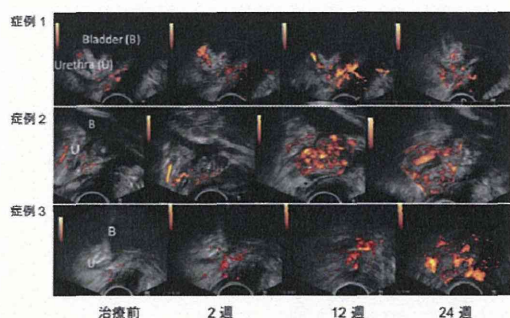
経直腸的造影超音波検査による、注入部の血流の評価
